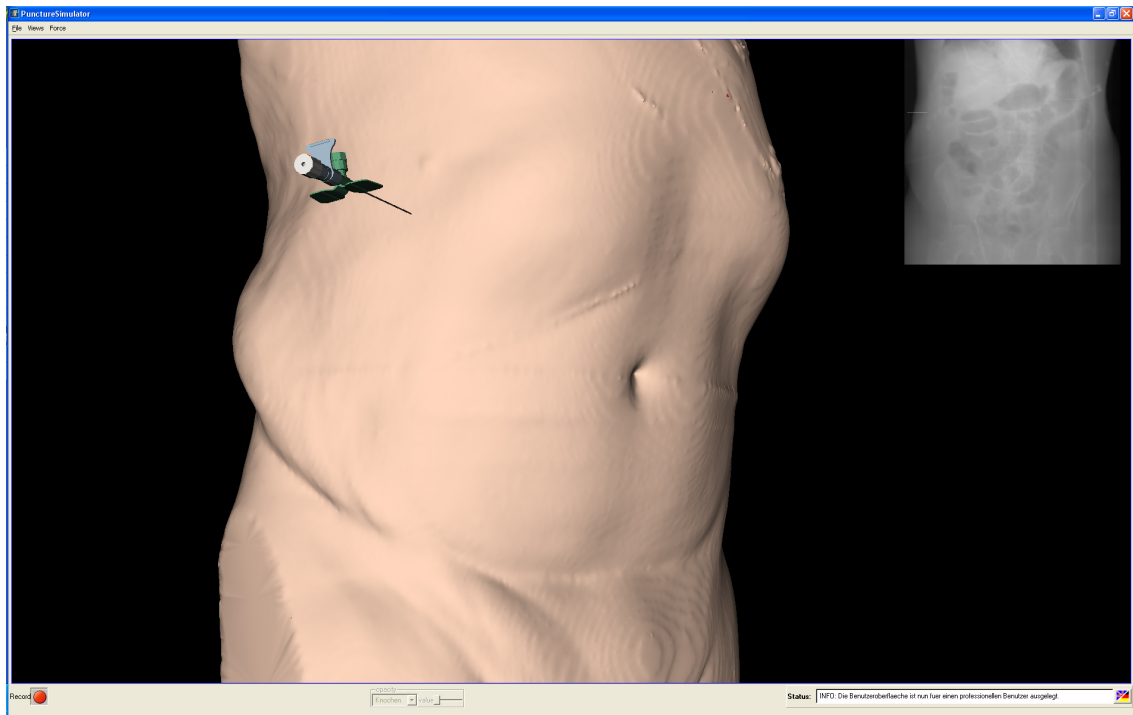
Grafische Benutzeroberfläche für einen Experten bei der PTCD. Es wird lediglich die Hautoberfläche des Patienten und die simulierte Röntgenansicht gezeigt.
